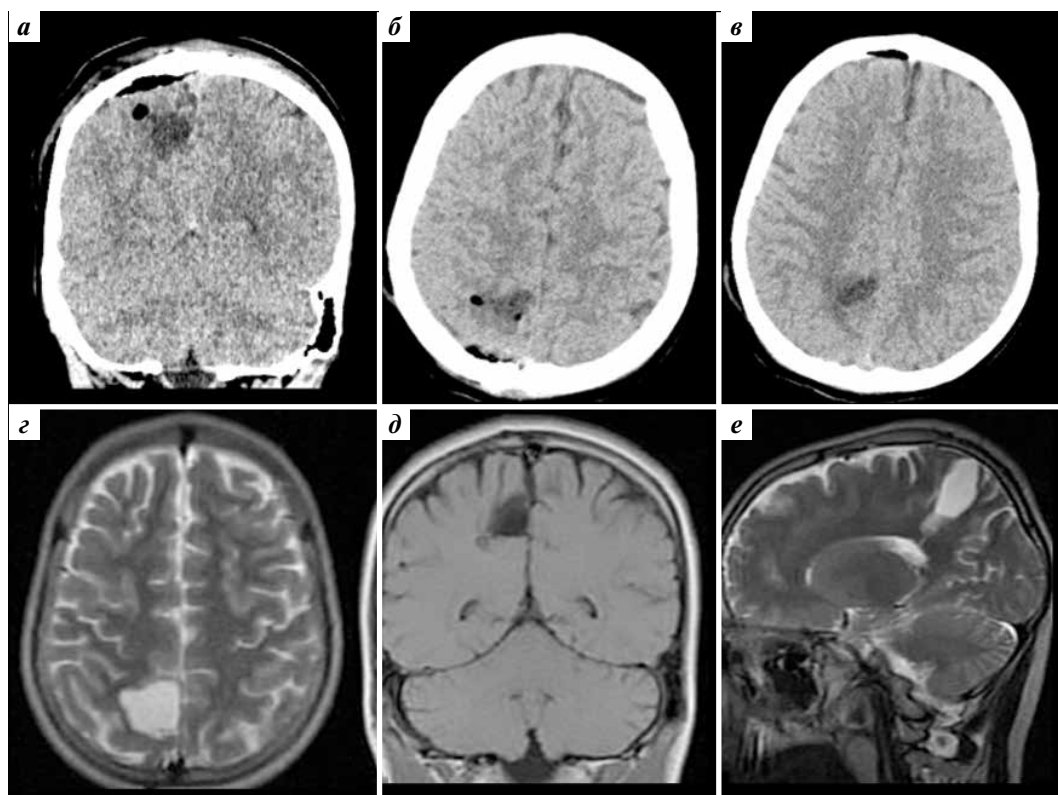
Результаты постоперационной компьютерной и магнитно-резонансной томографии пациента Ш. По данным компьютерной томографии определяется зона постоперационных изменений в правой теменной области с наличием кистозной полости в ложе удаленной опухоли и признаков пневмоцефалии. Убедительно оценить степень резекции опухоли не представляется возможным (а–в). По данным постоперационной магнитно-резонансной томографии определяется зона кистозно-глиозной трансформации в правой теменной доле с наличием остаточных фрагментов опухоли в перивентрикулярном и глубинном белом веществе (г–е)
